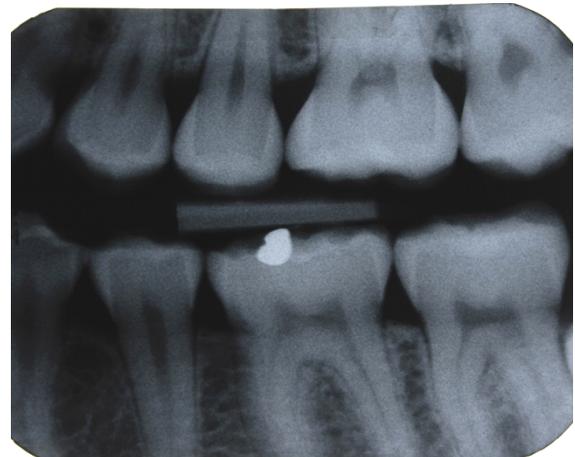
Bitewing links 27.8.2009
